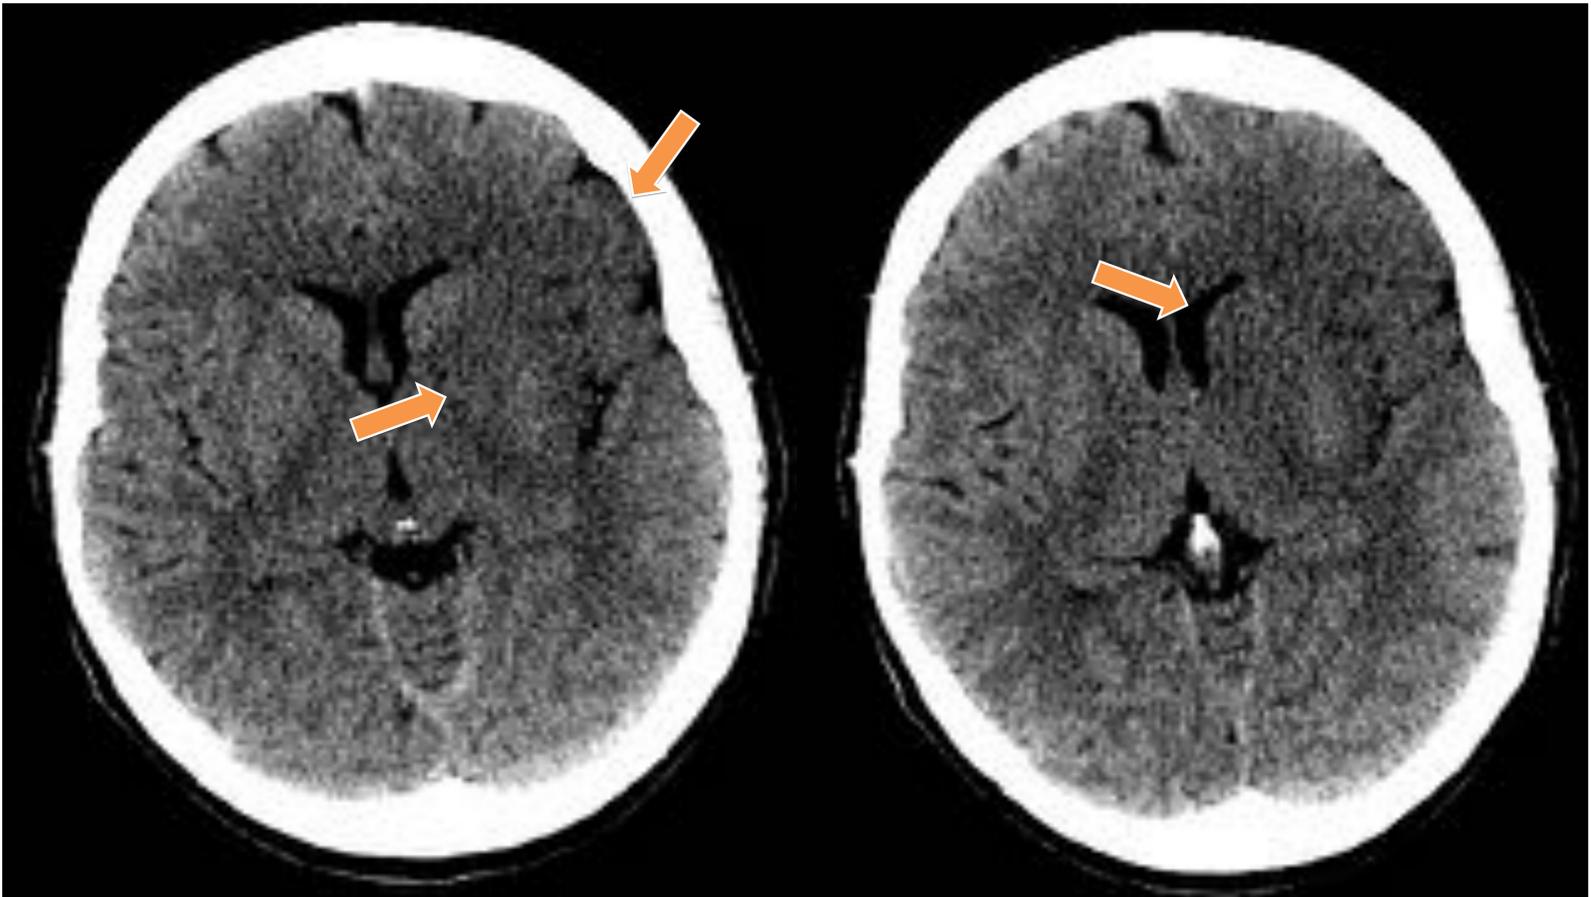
Paciente de 59 años traído por SUMMA a Urgencias por afasia motora y parálisis facial derecha de 2 horas y media de evolución. TC craneal sin administración de CIV cortes axiales. Desdiferenciación de la cabeza del núcleo caudado, núcleo lenticular, cápsula interna y ribete insular izquierdos, así como territorio de ACM izquierda en M1 y M2. ASPECTS 4.
